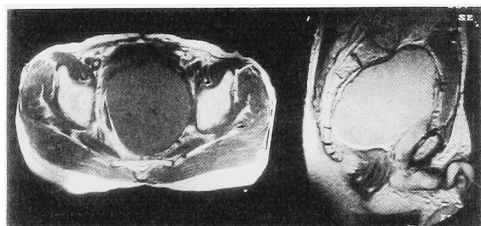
Magnetic resonance image demonstrates a huge tumor in the retrovesical space.
